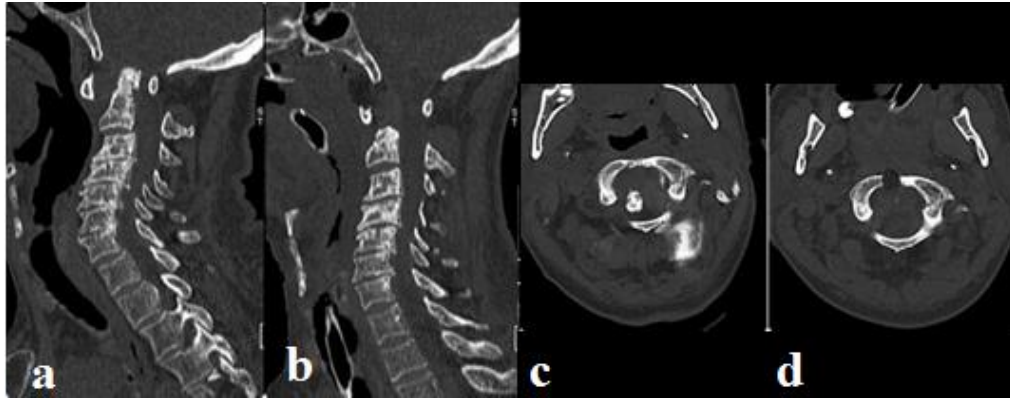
a y b. TAC columna cervical, corte sagital pre y post operatorio. Liberación completa del canal espinal. c y d: Corte axial a nivel de la unión C0-C1 pre y post operatorio. Nótese la pequeña resección del arco anterior de C1 por la que se accedió a la apófisis odontoides.
